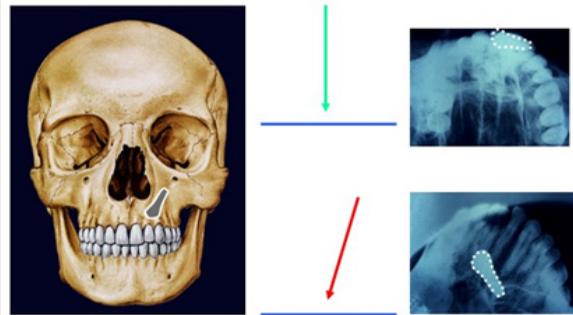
INCIDENCIA DEL RAYO X EN UNA RADIOGRAFÍA OCLUSAL.
